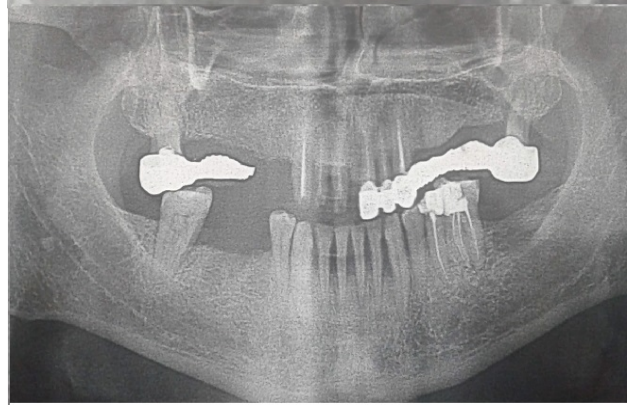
Radiographie panoramique montrant des lyses osseuses importantes au niveau des dents piliers
